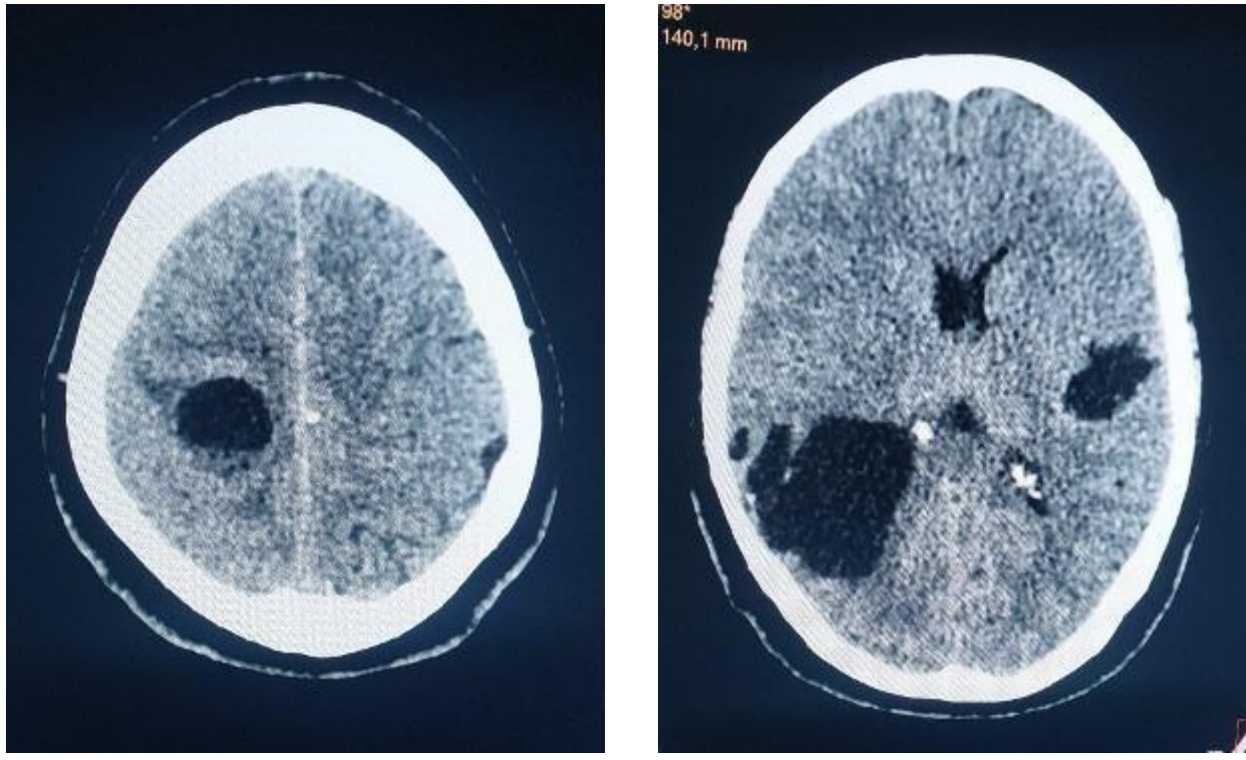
Y 2: CORTES AXIALES DE TOMOGRAFÍA CEREBRAL DEL PACIENTE, SE APRECIAN FORMACIONES QUÍSTICAS MÚLTIPLES, SIENDO LAS MAYORES EN REGIÓN PARIETAL DEL LADO DERECHO Y UNA PEQUEÑA INSULAR DEL LADO IZQUIERDO.
